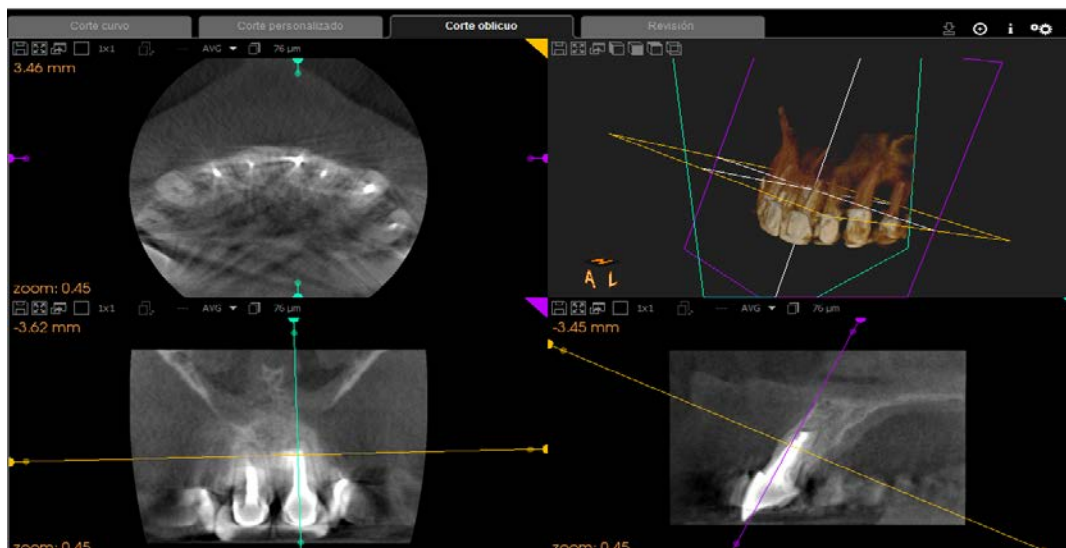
Toma de medidas en CBCT.
